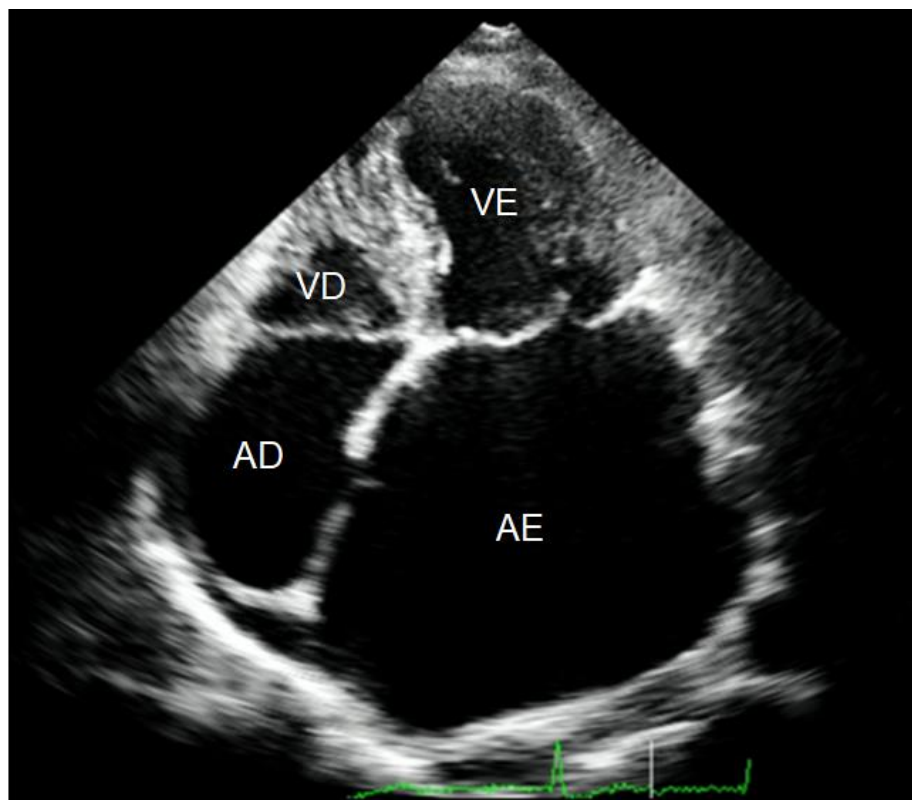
Imagem ecocardiográfica 2D na visão apical 4 câmaras evidenciando aumento importante do átrio esquerdo associado a acometimento reumático da valva mitral. AE: átrio esquerdo; VE: ventrículo esquerdo; AD: átrio direito; VD: ventrículo direito.
